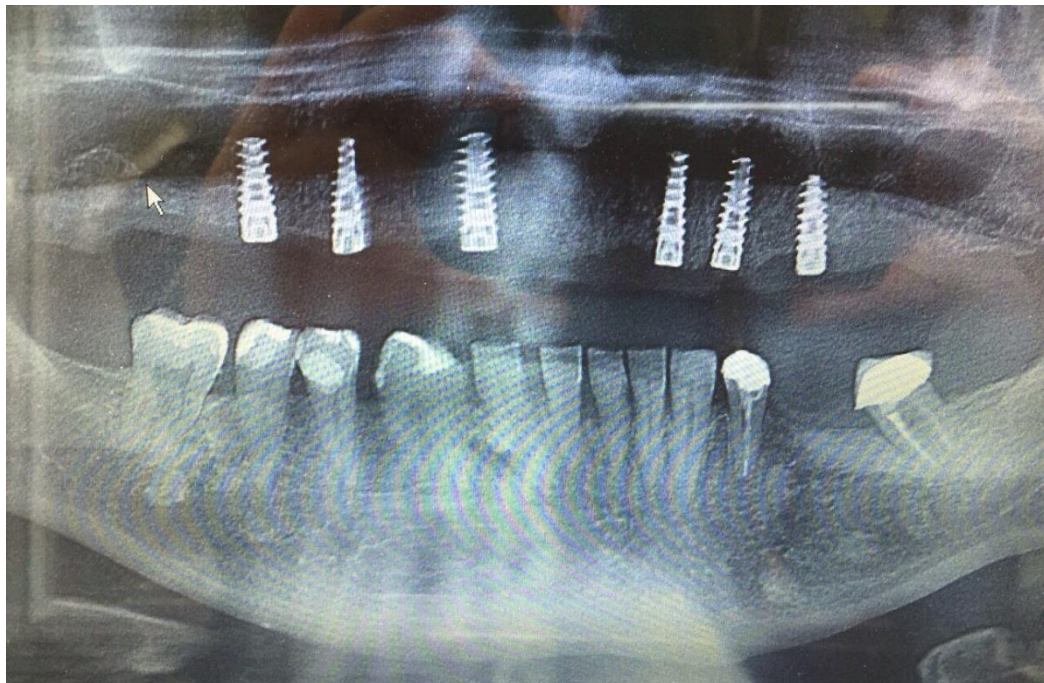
Radiografía panorámica de control
